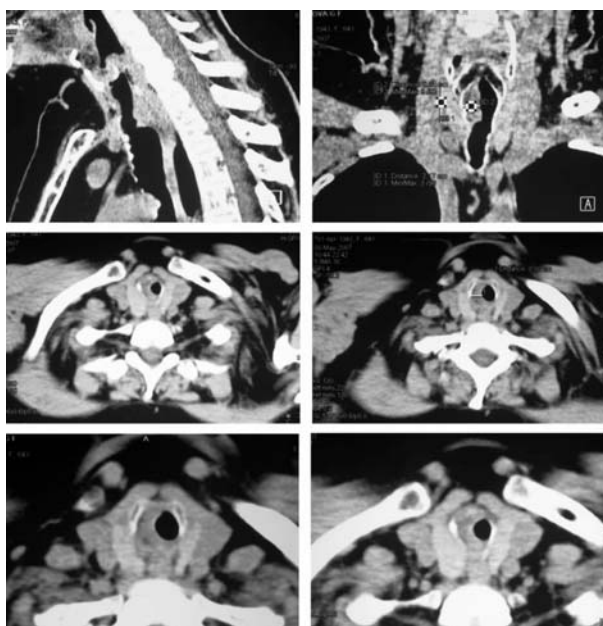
Компьютерная томография шеи (прицельно гортани) и органов грудной клетки от 03.05.07, больной Л., 1943 года рождения.
